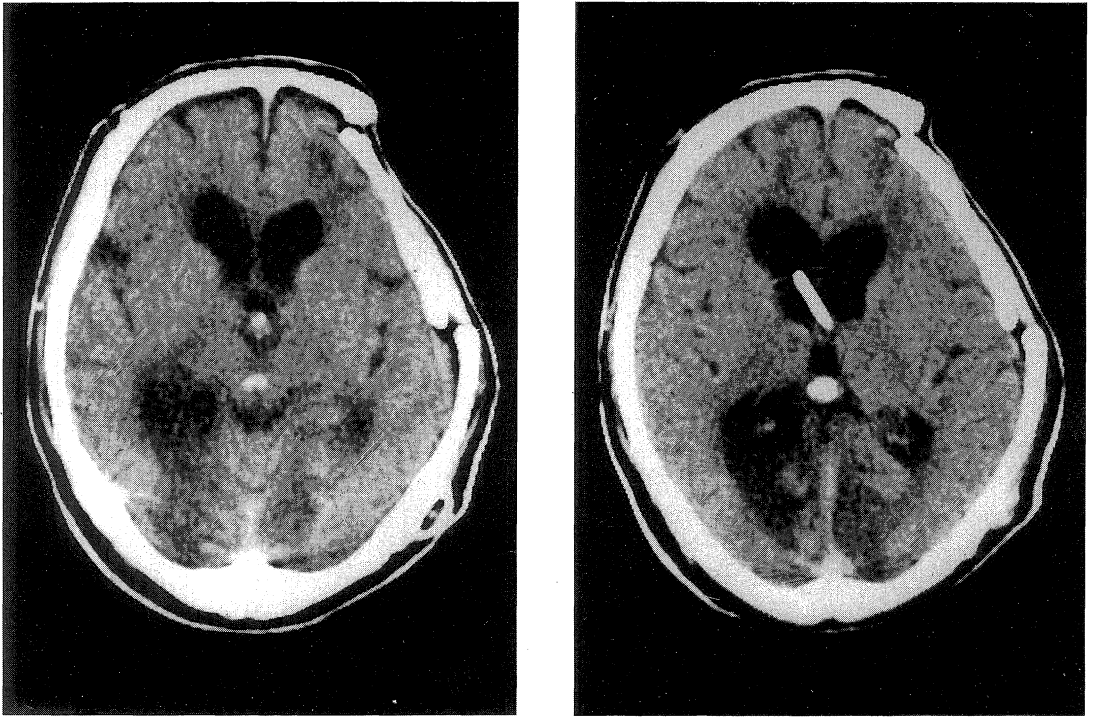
Representative case of Group 1. Plain CT showing bilateral occipital infarction.
